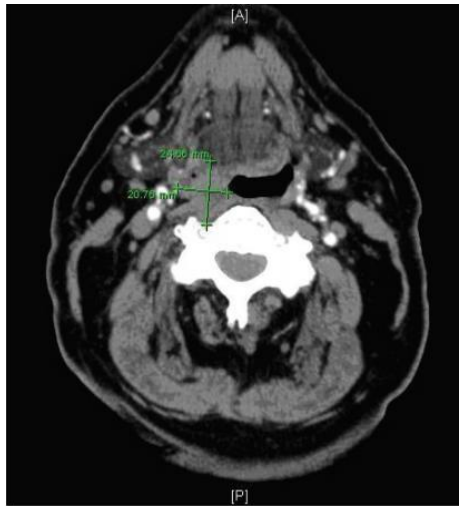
TC demonstrando um tumor na parede lateral da hipofaringe direita e com extensão em torno da parede lateral da faringe, invadindo os tecidos moles pré-vertebrais à direita. Adaptado de (Walid, 2009)
